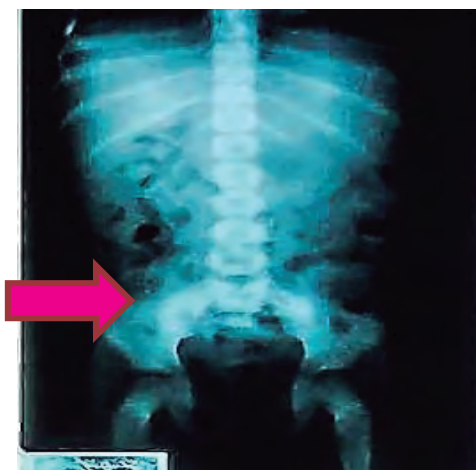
Radiografía abdominal de después de la evacuación de piedras.
